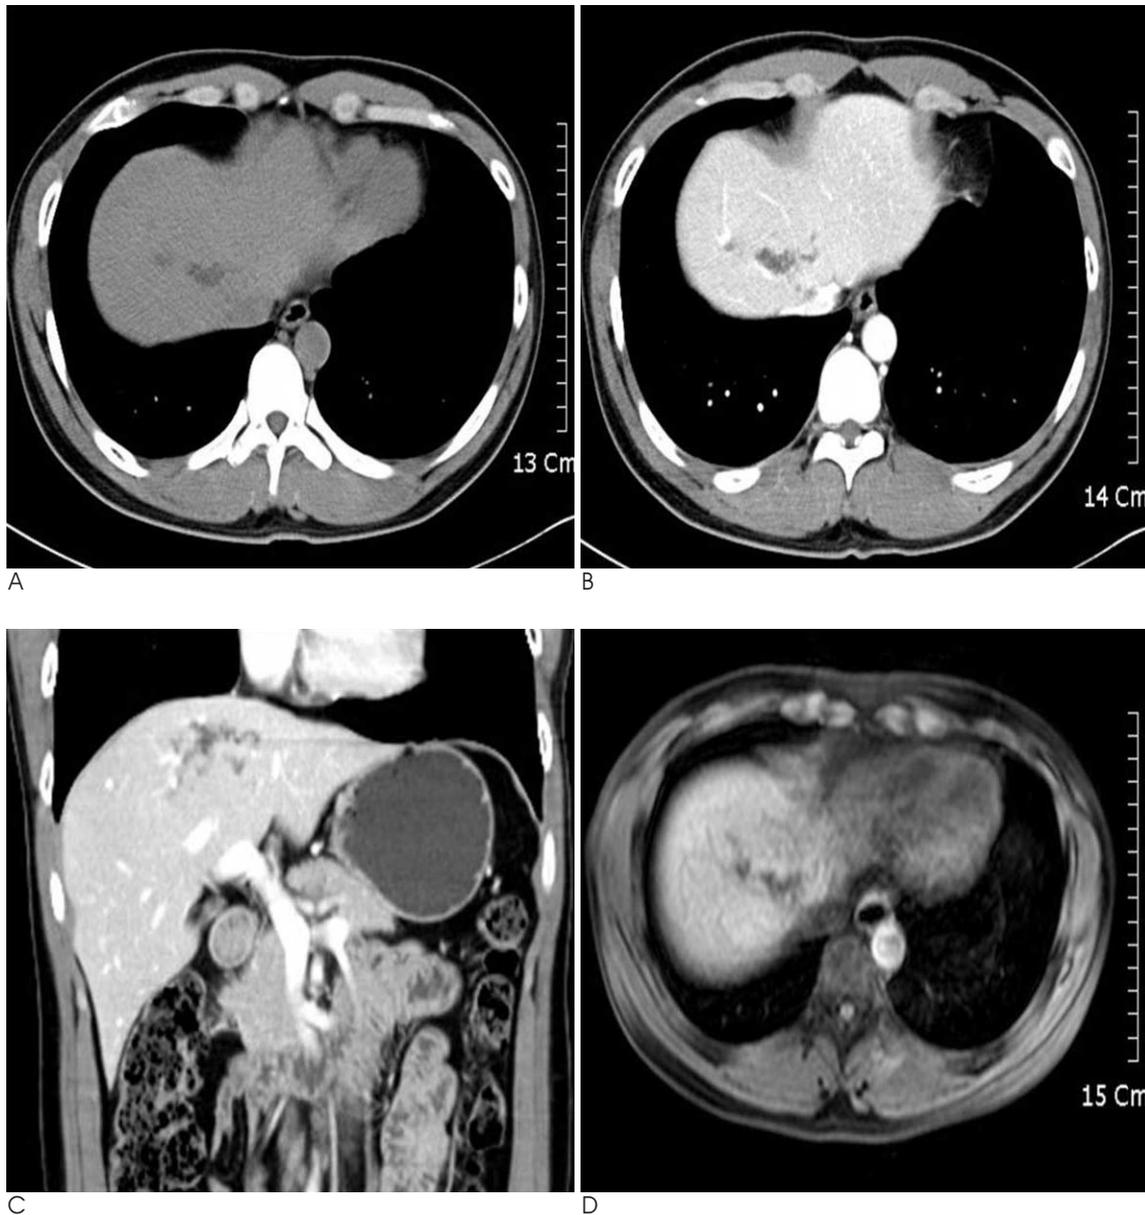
A 30-year-old man with monolobar Caroli's disease in segment 4 of the liver. A-C. Non-contrast CT (A) and contrast enhanced axial (B) and coronal (C) images show focal tortuous low density tubular structures at segment 4 of the liver. No remarkable enhancing soft tissue lesion or high density stone is noted. D. T1-weighted axial image shows toutorus tubular low signal intensity lesion at segment 4a of the liver.
